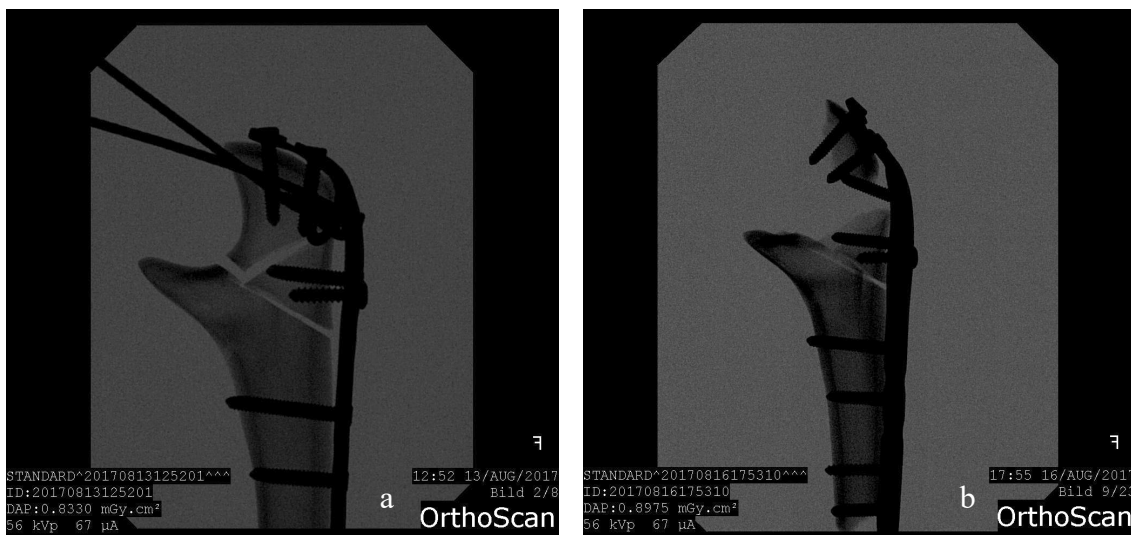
Beispiel für Röntgenaufnahme eines Knochens mit LCP-Olekranonplatte vor (a) und nach (b) der LFT-Testung bis zur definitiven Zerstörung.
